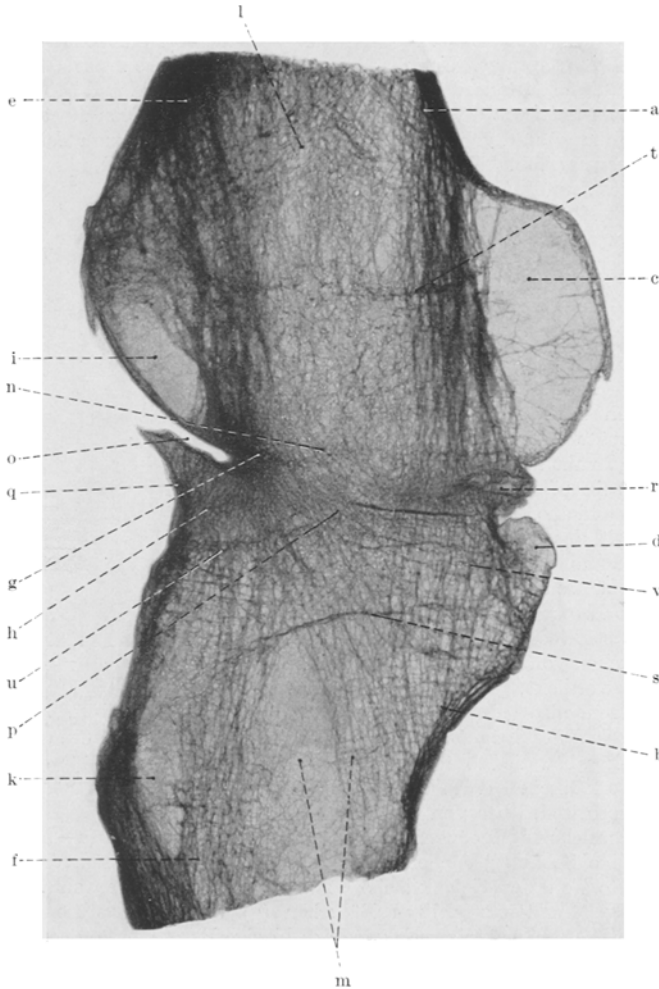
Fall 2. Röntgenbild des Kniegelenkes. a—b verdichtete hintere, e—f verdichtete vordere Bälkchenschar; nach außen von diesen blasige Porose c, d, i, k; g Verdichtungsknoten in der vorderen Bälkchenschar, von dem nach hinten unten zur hinteren Tibiarinde eine fächerförmige Bälkchenschar ausstrahlt; l—m porotische Fortsetzung der großen Markhöhle; h Ankylosenknoten, dessen obere und untere Grenze als Verdichtungslinie u, n auffällt; o alter Gelenkknorpel zwischen Ankylosenknochen und Femur; q Rinde des Ankylosenknochens; r der letzte Rest vom Ankylosenknorpel; s, t Epiphysennarben.
